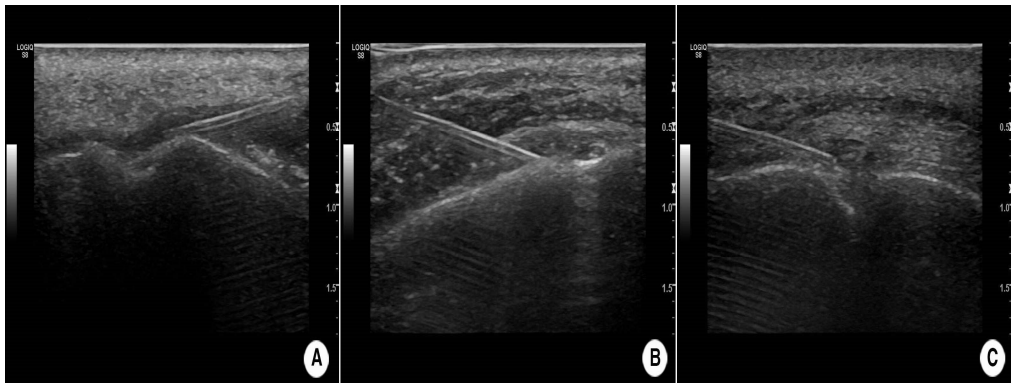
Nerve blocks using ultrasound guidance. A: supraorbital nerve; B: infraorbital nerve; C: mental nerve.
